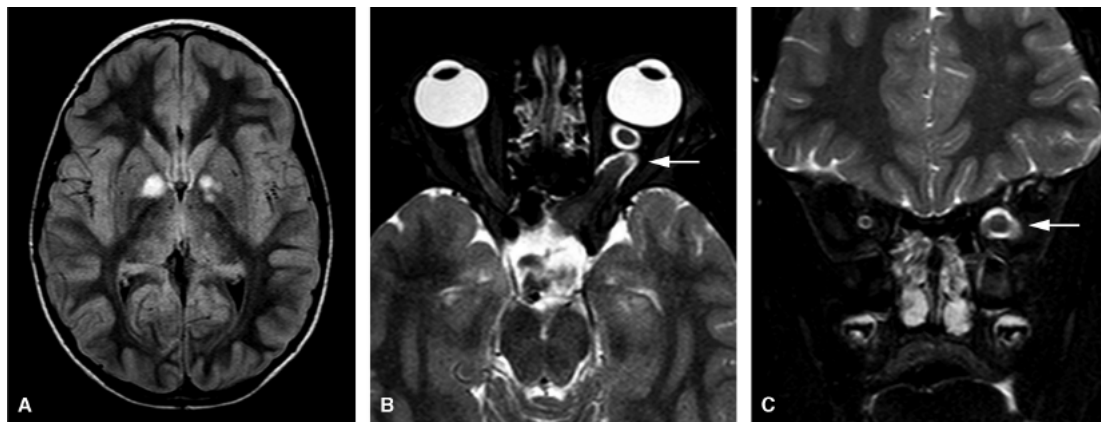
Neurofibromatose tipo 1. RM do crânio e da órbita. Sequência axial FLAIR (A) mostra focos ovalados nos globos pálidos, consistentes com lesões hamartomatosas – áreas de vacuolização da mielina. Sequência T2 nos planos axial (B) e coronal (C) demonstra espessamento do nervo óptico esquerdo compatível com glioma do nervo óptico (*setas*).
